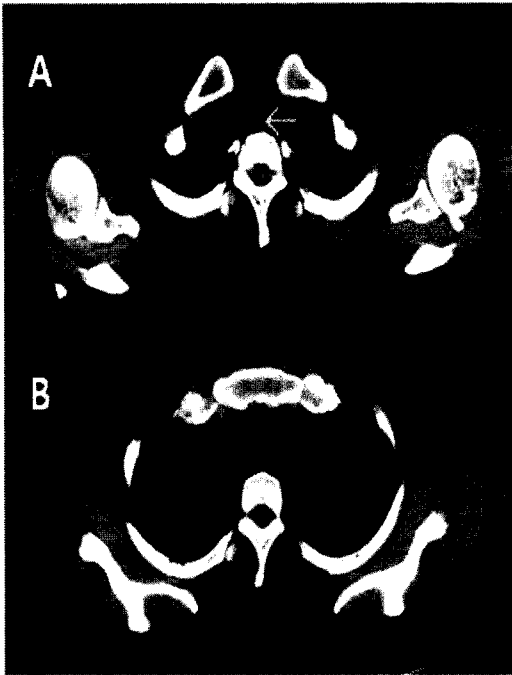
Preoperative chest CT scan without enhancement. (A) Axial chest CT scan at the level of T1 spine shows 4 cm sized protruded esophagus into the trachea. (B) Mediastinum is filled with extensive air leakage.
